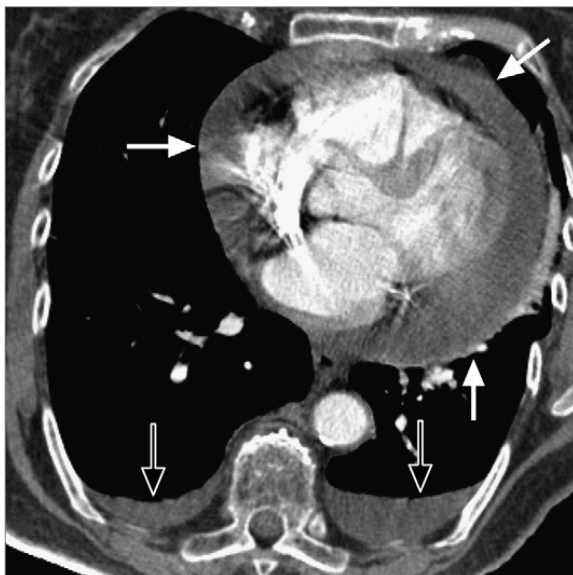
Mulher com pleurite e pericardite secundária a artrite reumatóide. TC mostra pequenas efusões bilaterais (setas abertas) e um moderado derrame pericárdico (setas brancas).
